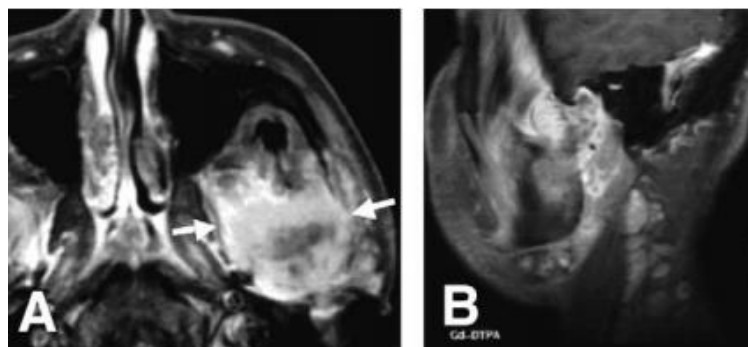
Ressonância magnética. A, Aumento heterogêneo do tumor (seta) do côndilo mandibular esquerdo; B, Aumento dos gânglios linfáticos da cadeia cervical. Adaptado de (Ishimaru et al., 2005)
